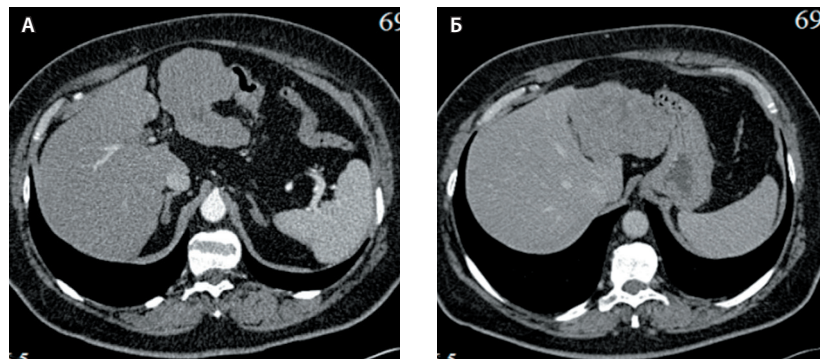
Мультиспиральная компьютерная томография пациента 1 до оперативного лечения: А – артериальная фаза, Б – венозная фаза
